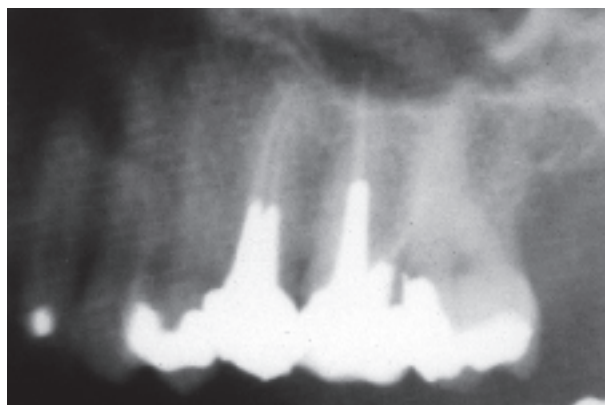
Radiografski prikaz ispuna korijenskih kanala gornjih distalnih zubi - loša kakvoća ispuna kanala i postojanje periradikularnih lezija
